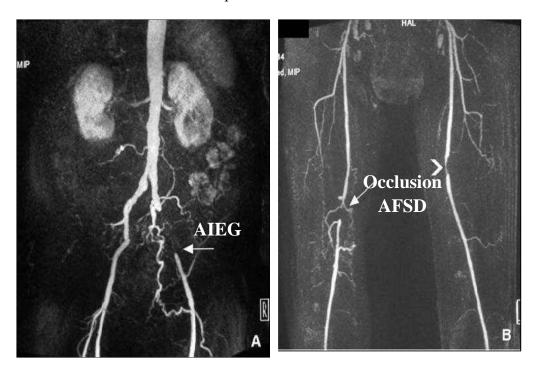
Angio-imagerie par résonance magnétique (IRM) avec reconstructions maximum intensité projection. [14]
